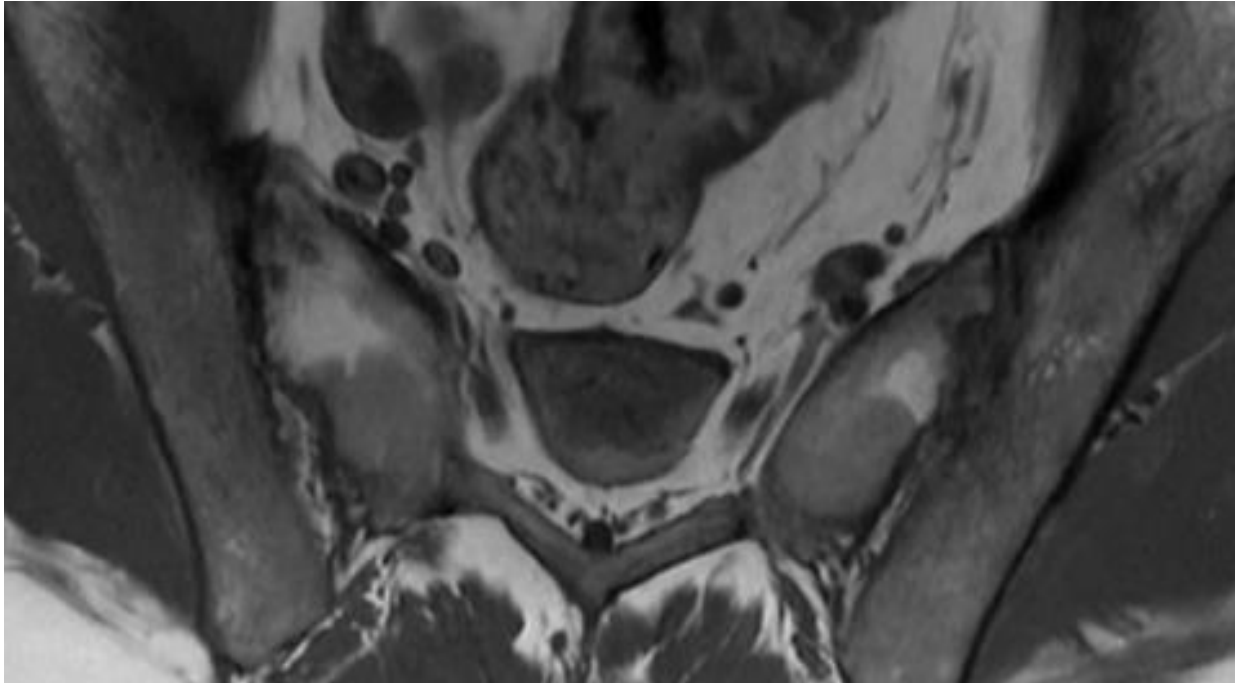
RM coronal T1 de hombre de 39 años con EA donde se observan erosiones y depósitos grasos subcondrales.
